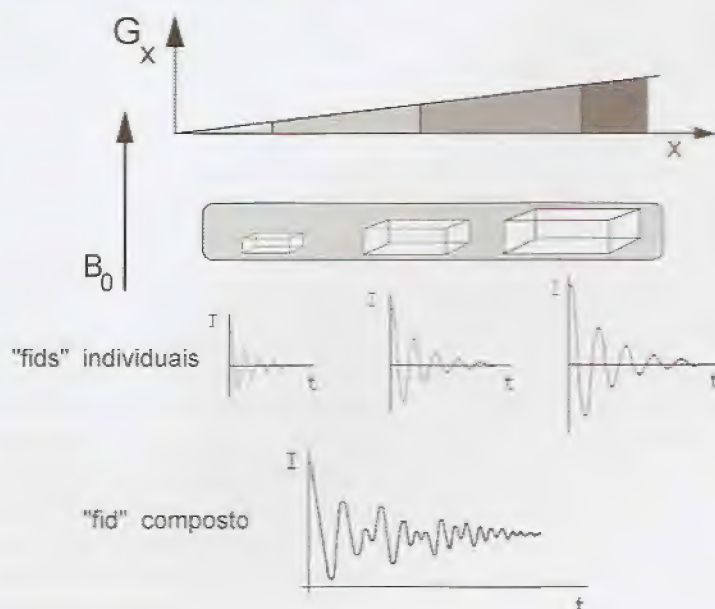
Determinação da densidade protônica de um meio por ressonância magnética nuclear. Ver texto para detalhes.
